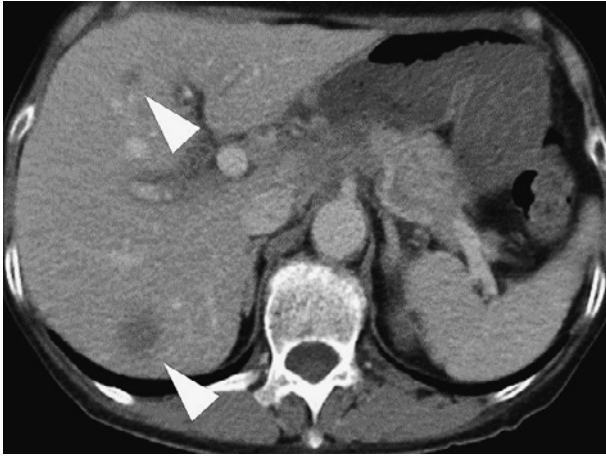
In October 2015, CT showed multiple opacities, including a new nodular shadow measuring 1.6×1.0 cm, in S⁵ of the right lung and multiple nodular shadows in the liver.
